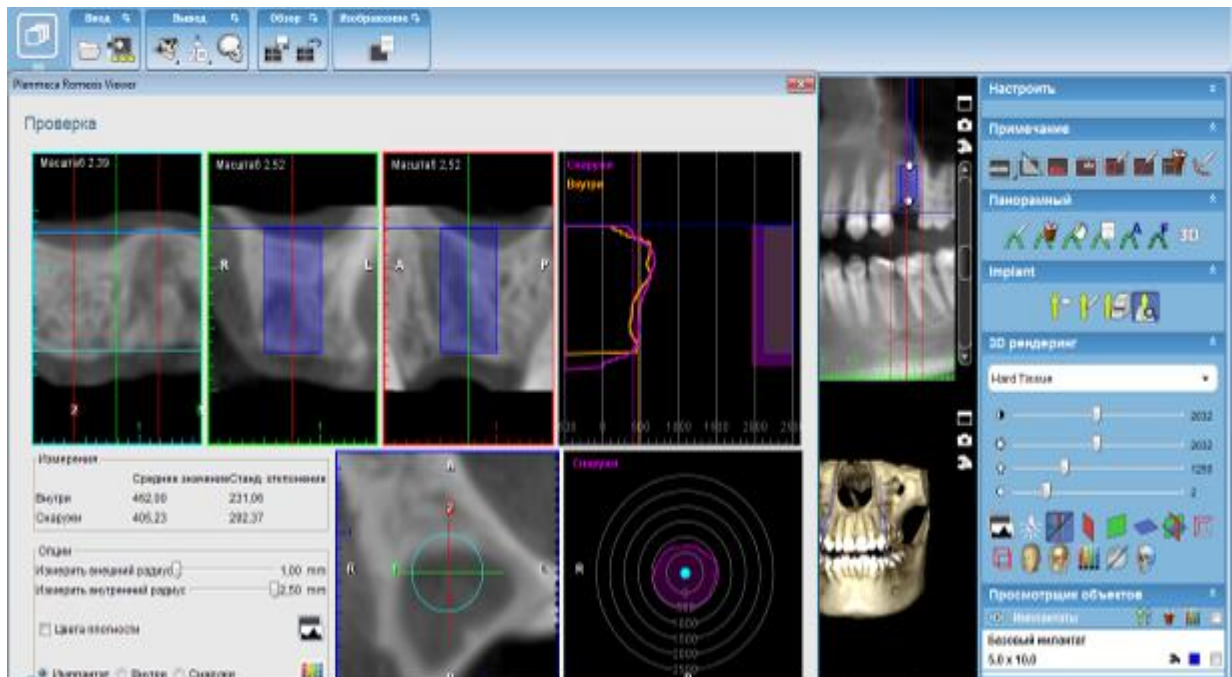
3. Скріншот комп'ютерної томографії протоколу дослідження пацієнта П. 1978 р.н. за допомогою Planmeca Romexis Viewer.
